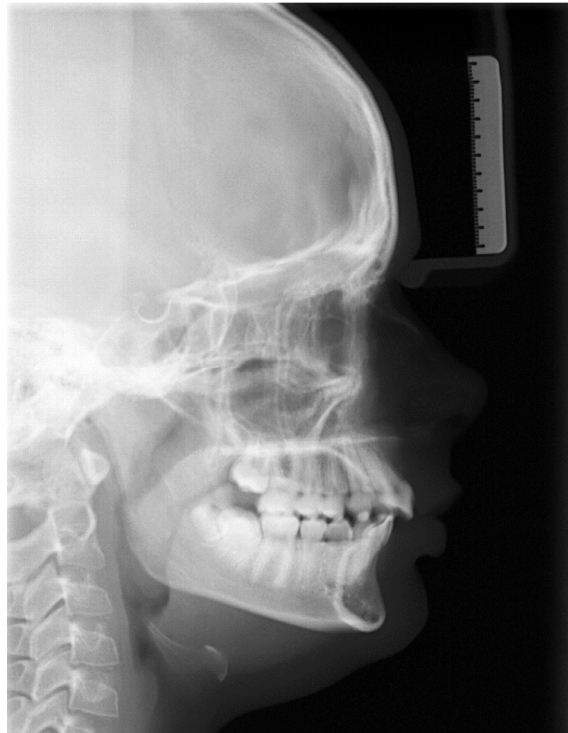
Konventionelles digitales Fernröntgenseitenbild (FRS), *Sidexis XG* (Fa. Sirona, Wals, Österreich), mit integrierter Millimeterskala an der justierbaren Nasenstütze
